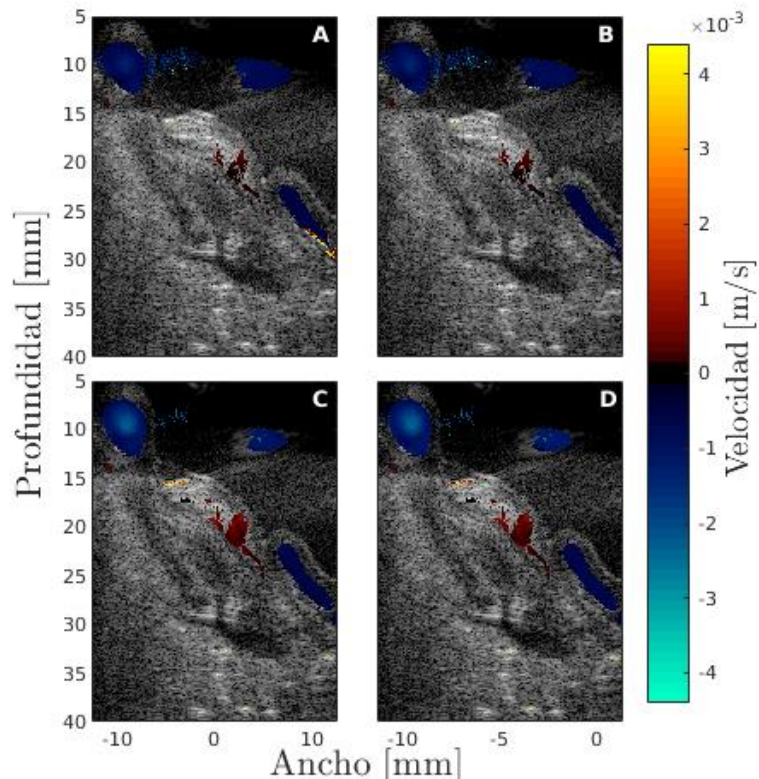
Imágenes de la velocidad en los ángulos extremos $-\alpha$ y positivo con colores de imagen de ultrasonido Doppler. A: Imagen de la velocidad percibida en el ángulo negativo del flujo de 4 [ml/min]. B: Imagen de la velocidad percibida en el ángulo $+\alpha$ del flujo de 4 [ml/min]. C: Imagen de la velocidad percibida en el ángulo $-\alpha$ del flujo de 9,5 [ml/min]. D: Imagen de la velocidad percibida en el ángulo $+\alpha$ del flujo de 9,5 [ml/min].
